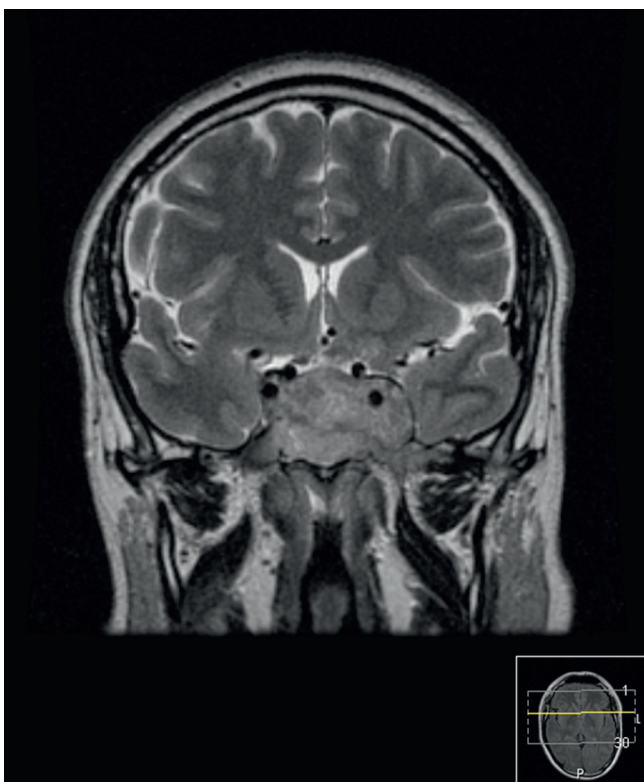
RMN T2 corte coronal. Lesão expansiva extra-axial, com ponto de partida selar, mais evidente à esquerda.
